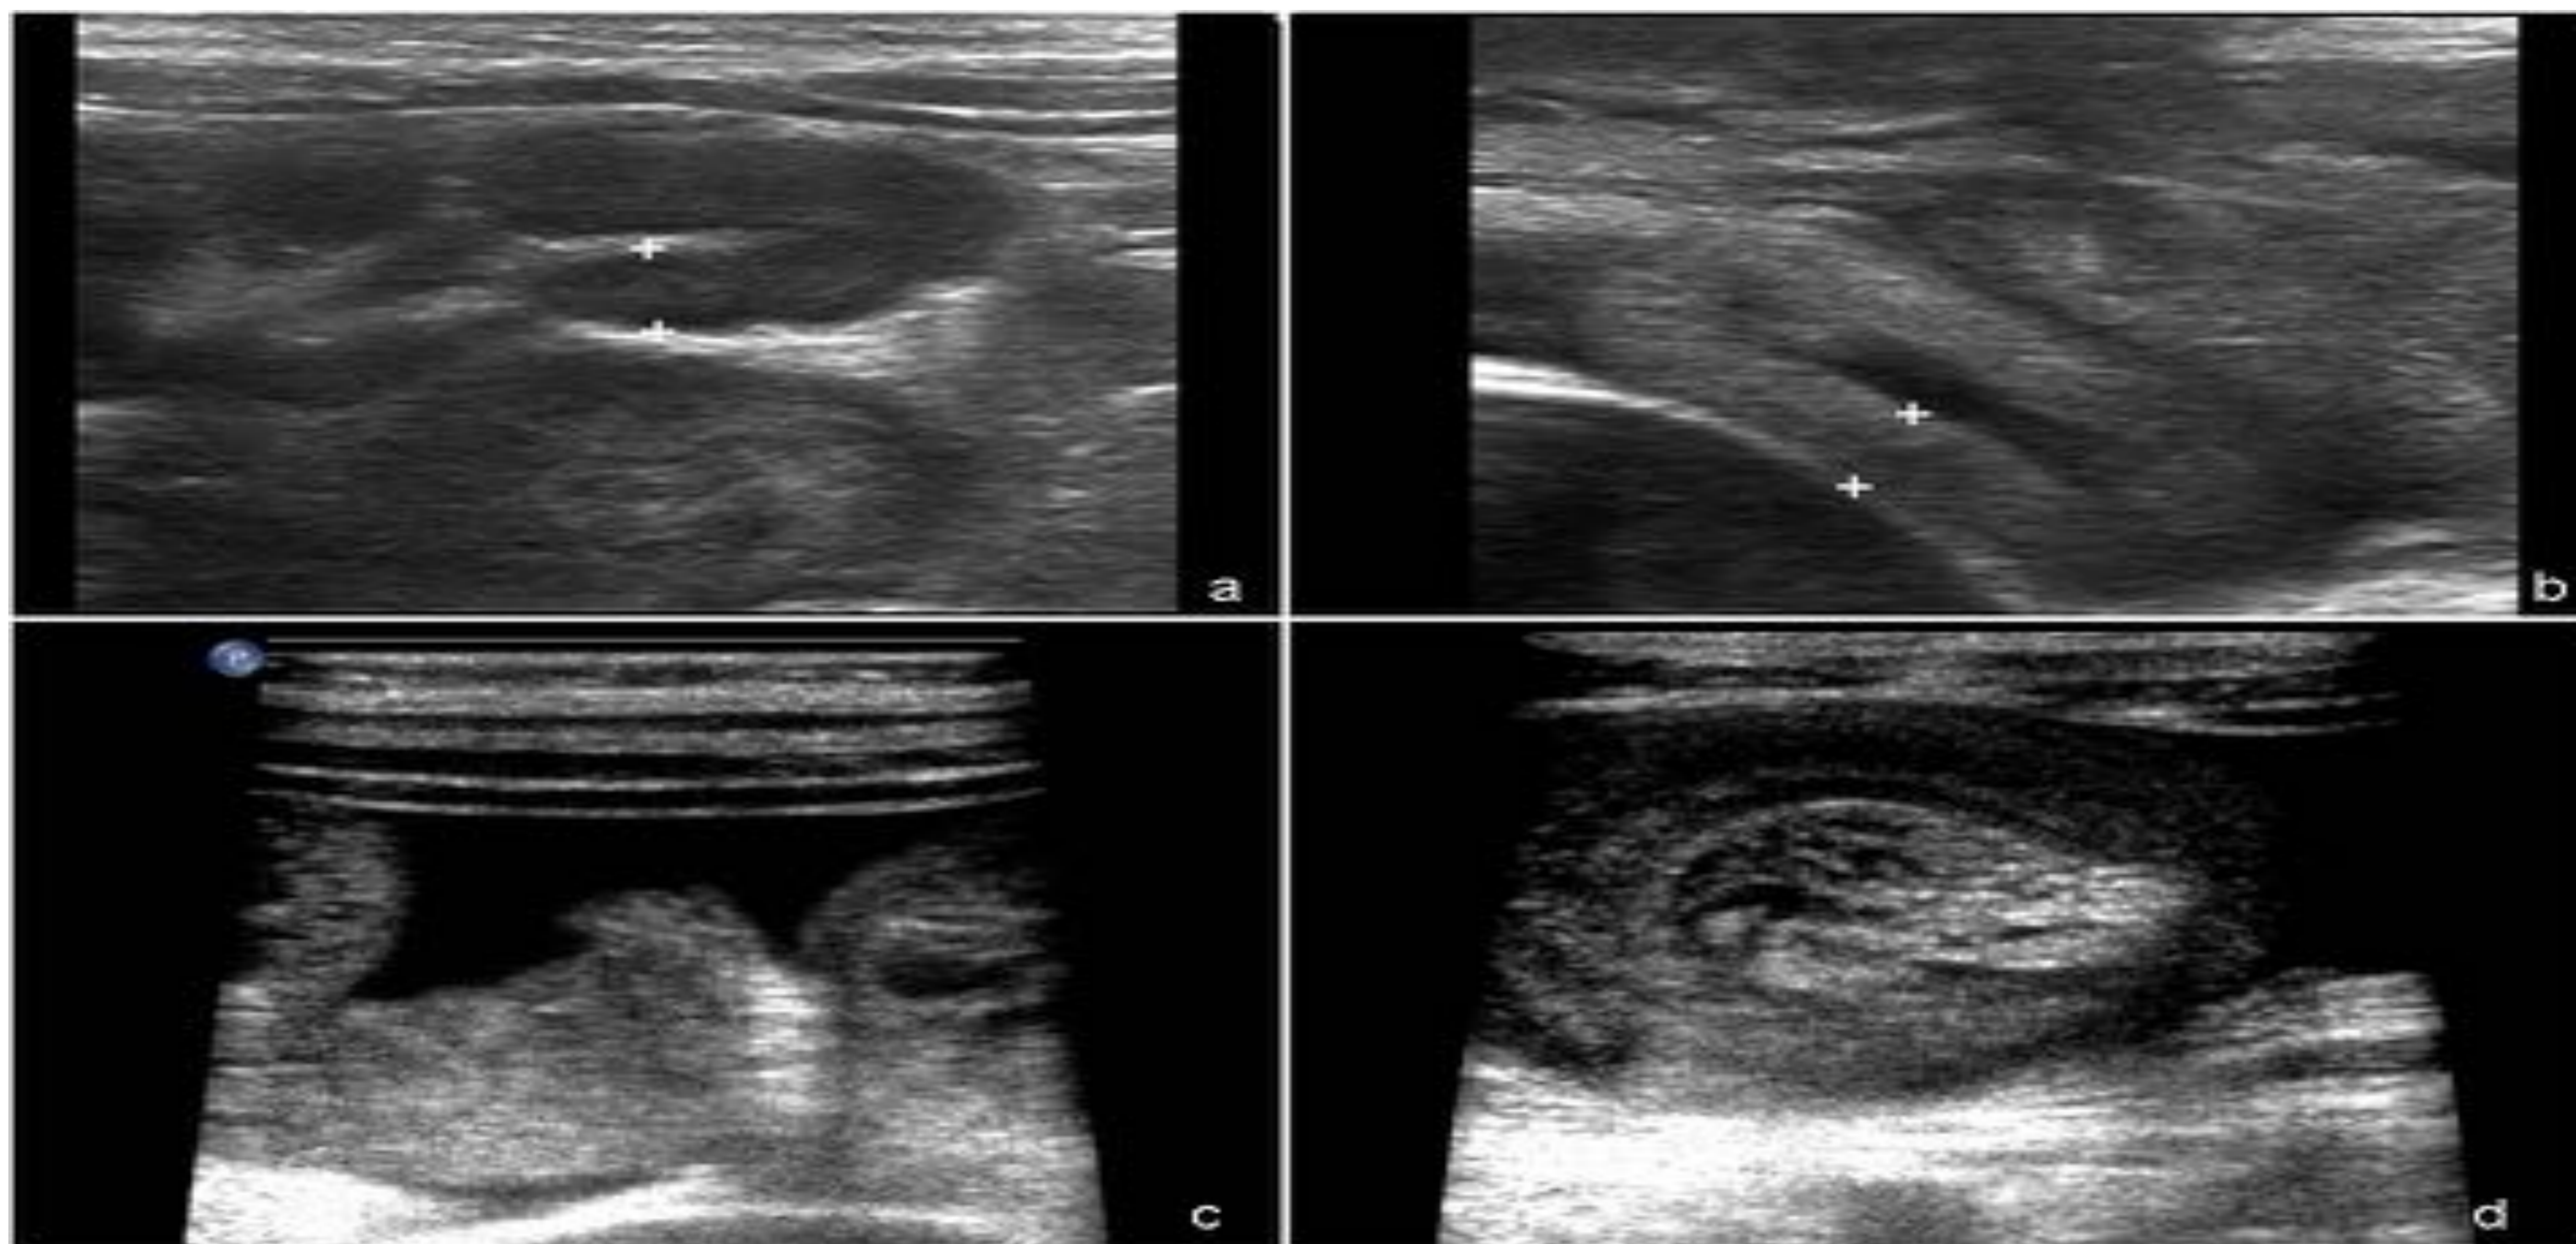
Púrpura Schonlein Henoch. Paciente que acude a urgencias con rash purpúrico, vómitos y dolor abdominal. En ecografía se observa: ganglios mesentéricos (a), dilatación de asas con engrosamiento parietal (b), líquido libre (c) y una imagen de invaginación en FID que no se consigue reducir con enema de suero (d). En cirugía se confirma invaginación intestinal ileo-ileal que precisa resección y anastomosis termino-terminal.
